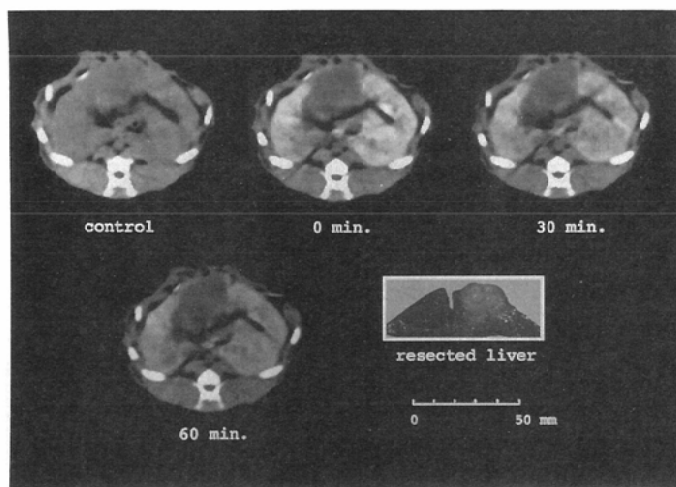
CT and macroscopic findings of the liver mass: A clear low density area was observed at the after the injection LEL38 (→). The area's size was 20×17mm on the CT image and 25×20mm on the resected liver
